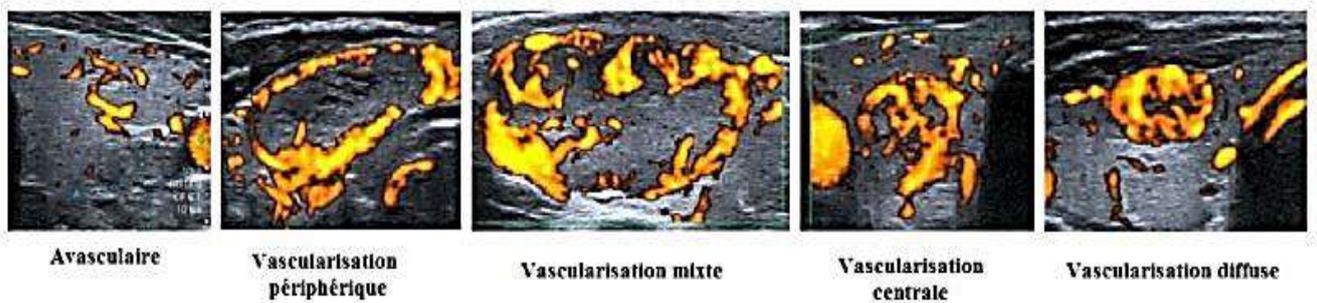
Description échographique d'un nodule thyroïdien (16)
